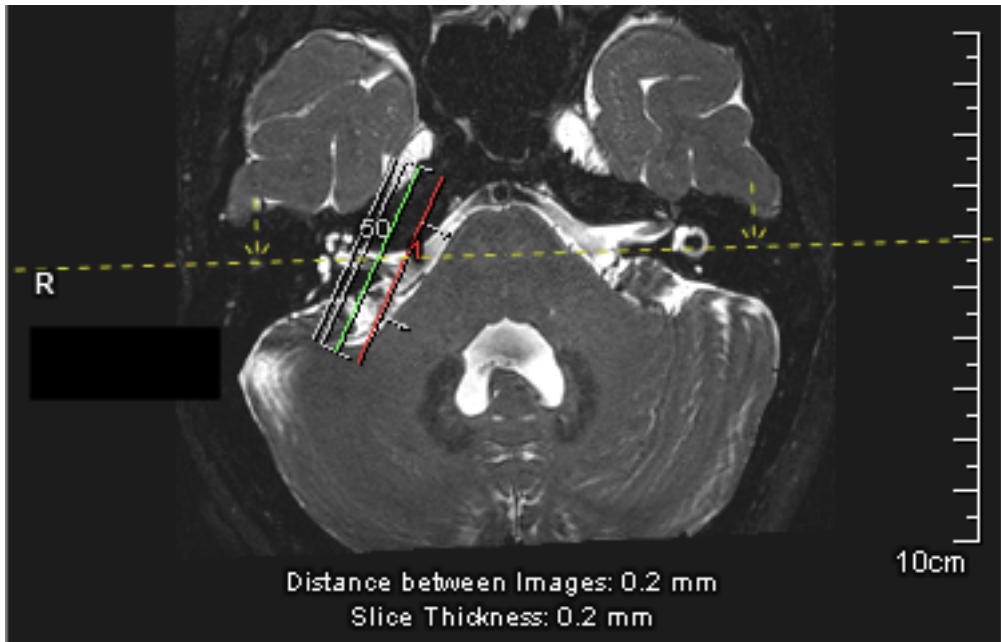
axiales Planungsbild (Multiplanar reconstruction (MPR)), für die sagittale Rekonstruktion der MRT-Bilder
